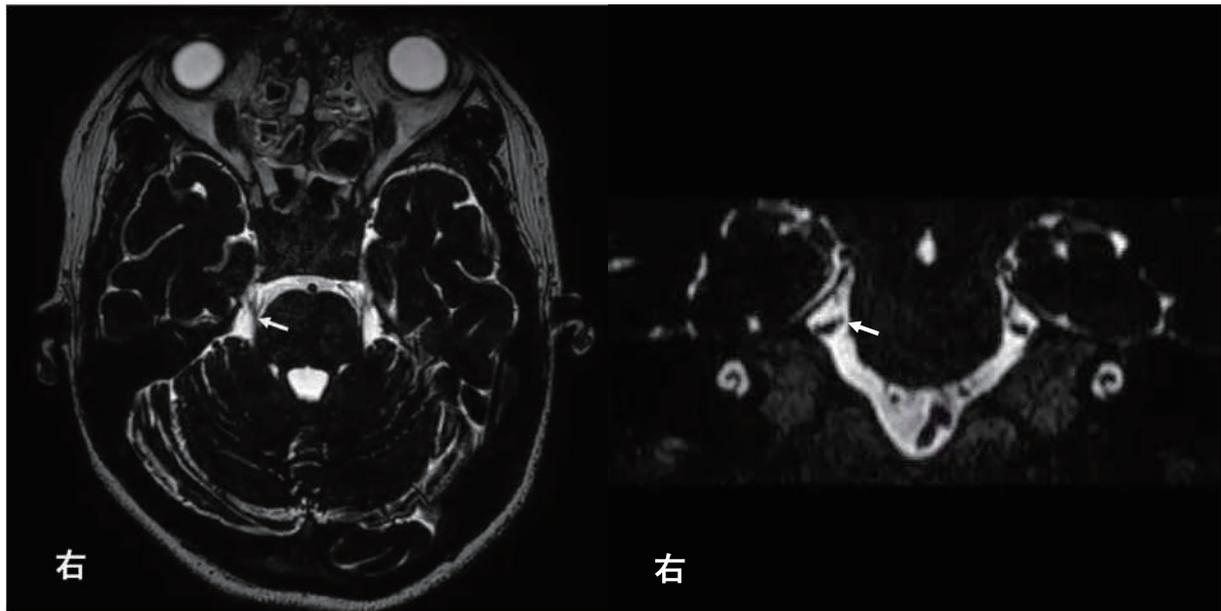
治療前MRI Heavily T2 水平断、冠状断像
